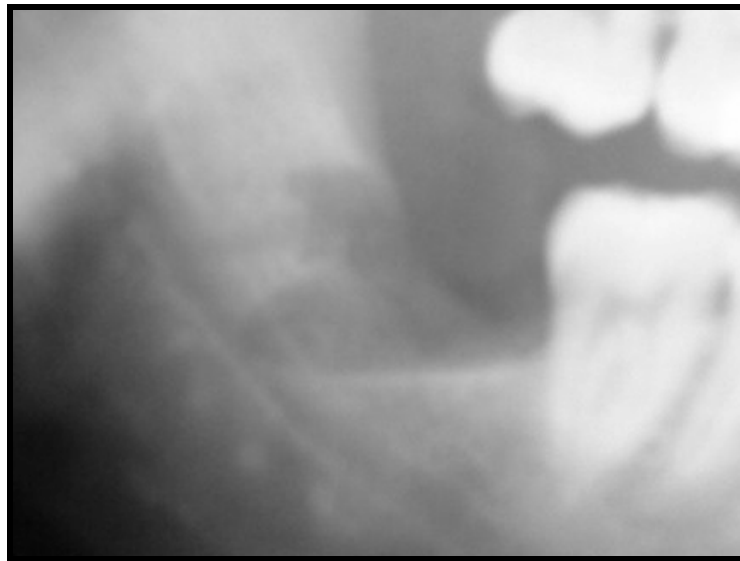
fotografía de radiografía postoperatoria. Fuente directa
